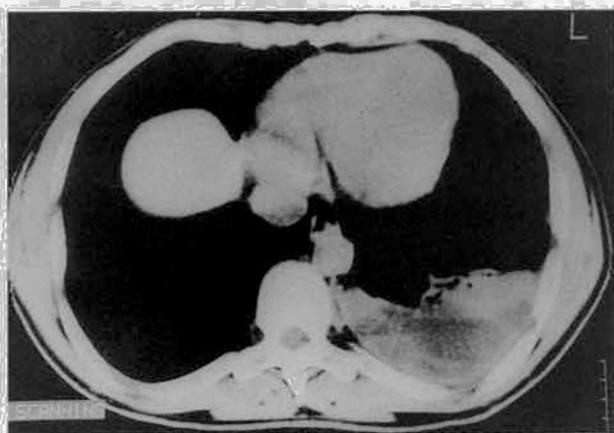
Pormenor da TAC torácica onde se observa derrame pleural esquerdo
